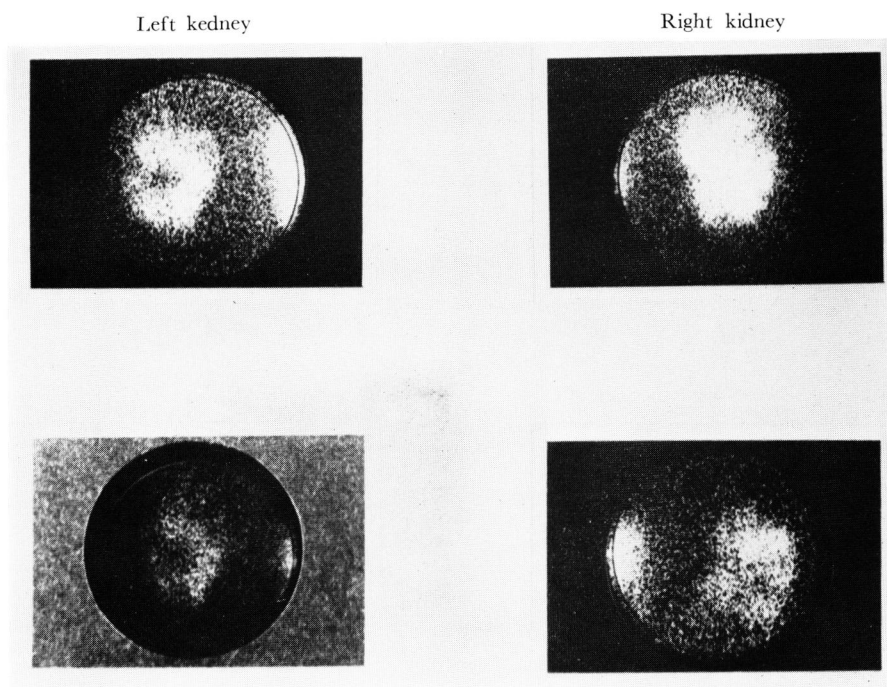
^{99m}Tc -DMSA renal scintigraphy of 44-year-old man with polycystic kidney
